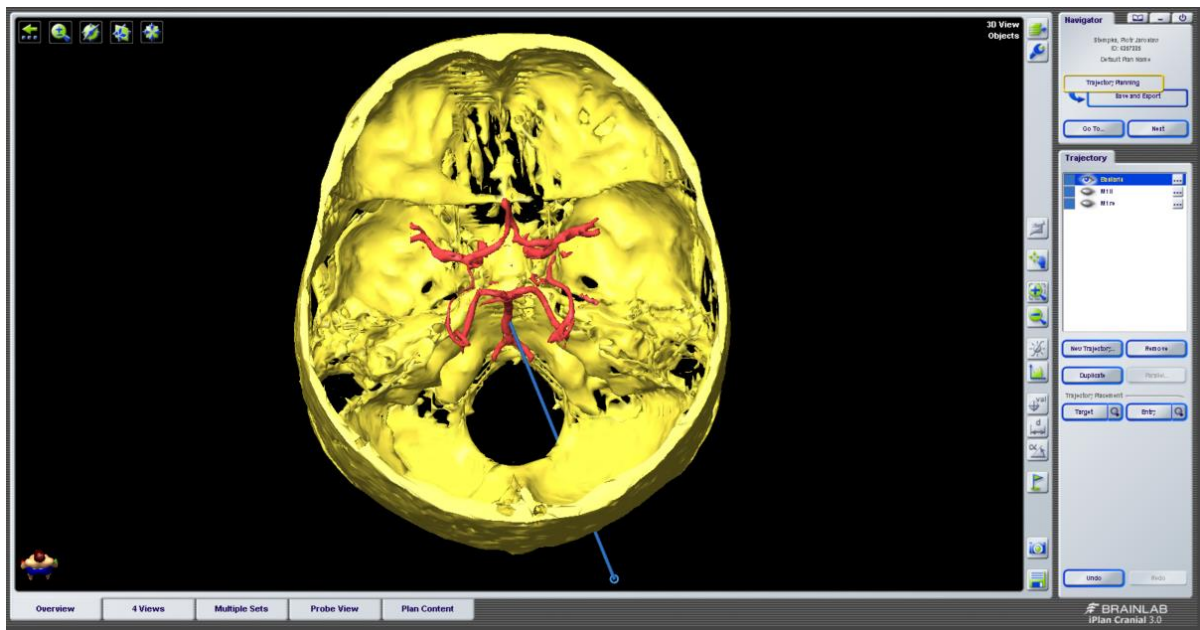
Planung des Dopplertrajektes zur Untersuchung der A. basilaris durch das Foramen magnum
